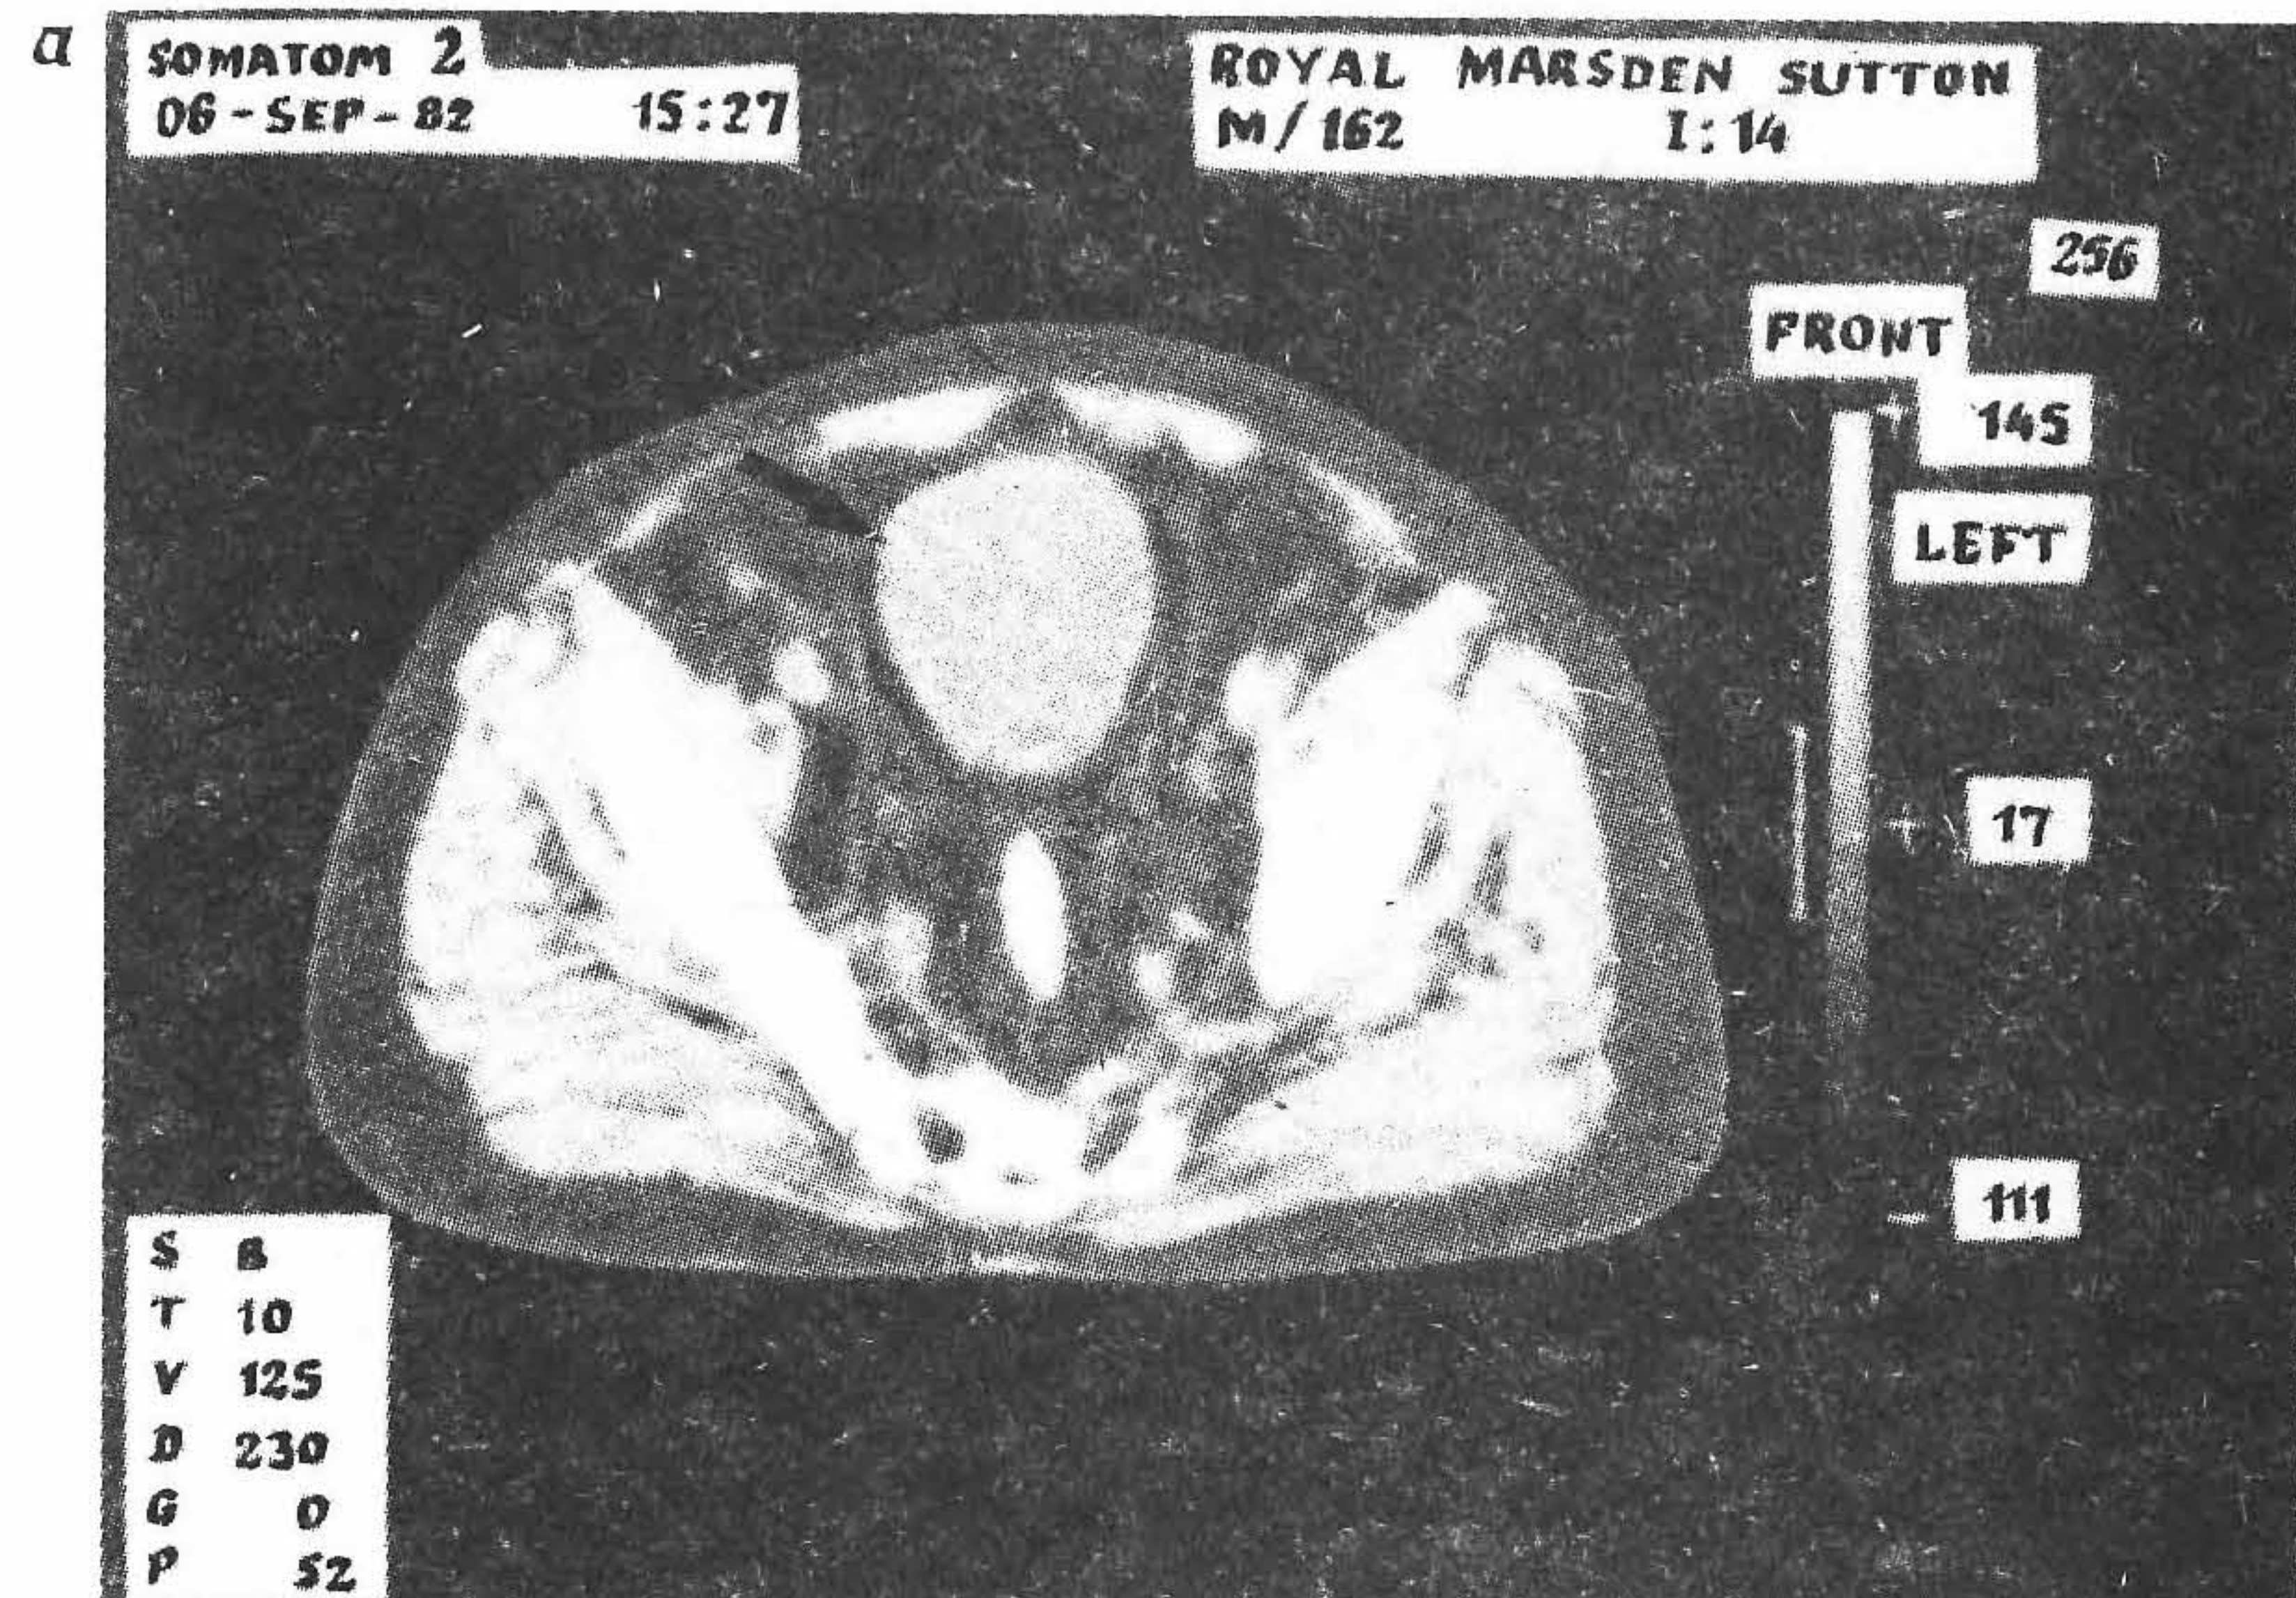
Сравнение компьютерных томограмм таза, полученных в одном и том же анатомическом сечении. а — с наполненным мочевым пузырем; б — после мочеиспускания. На снимке б видна тонкая кишка (показана стрелкой).
